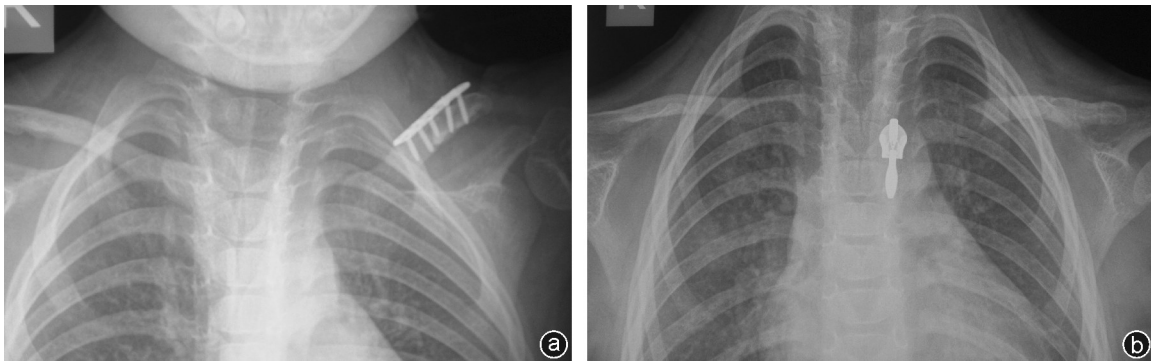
a:取钢板时术前X线片,钢板固定良好,无移位,锁骨及植入骨愈合良好;b:取钢板术后X线片,左侧锁骨骨皮质连续,骨性愈合
